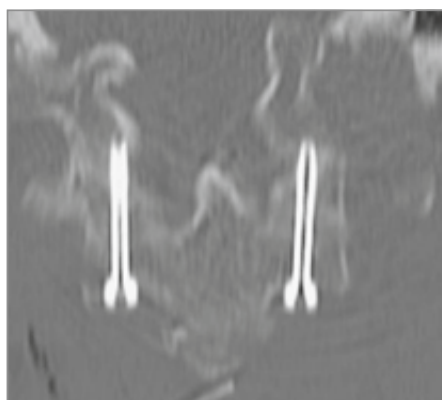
Gleicher Patient, CT – ventrale Verschraubung C1/C2
